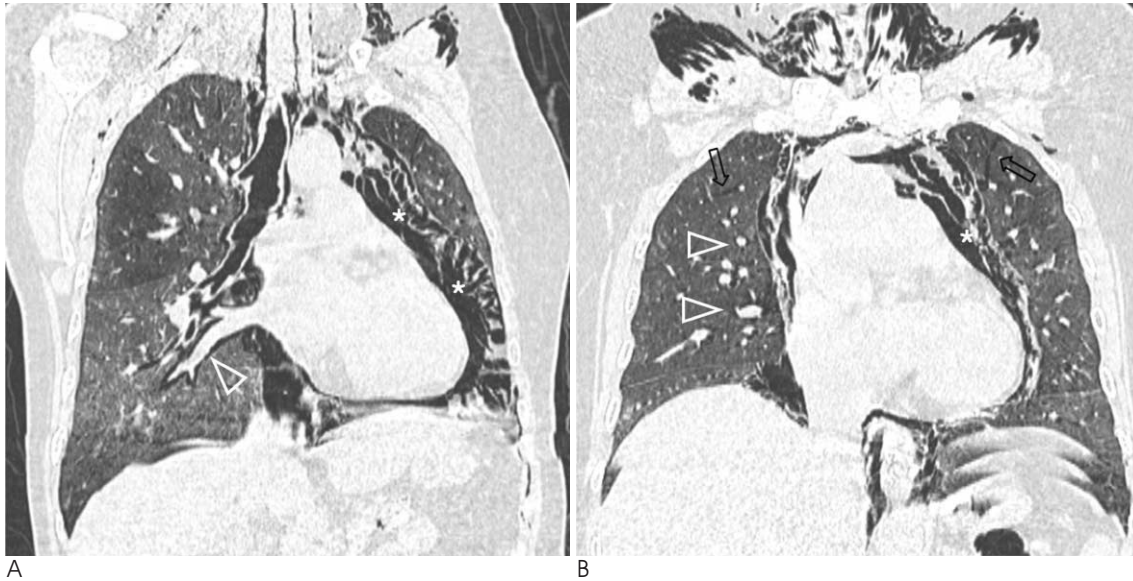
Pneumomediastinum from extensive paraquat induced lung injury in a 44-year-old woman. She expired the next day after CT scanning.
